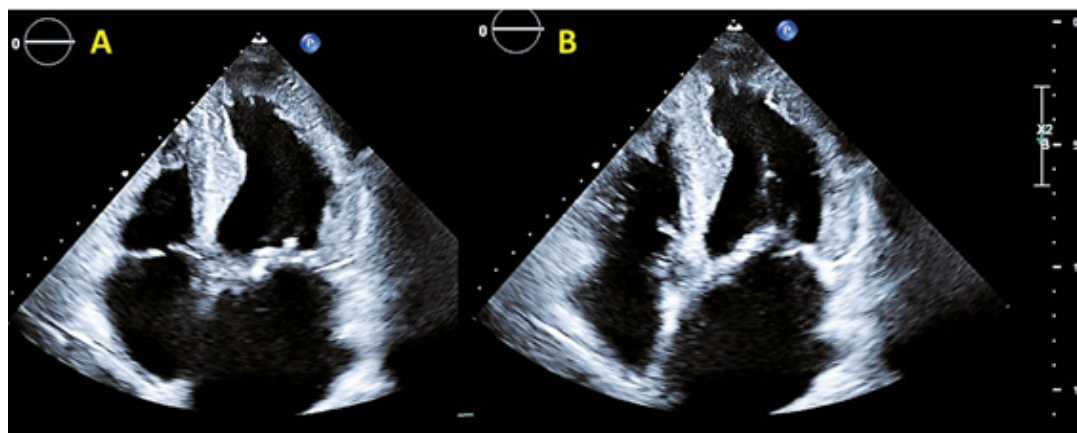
Novo ecocardiograma transtorácico (plano apical de 4 câmaras) após anticoagulação sistêmica mostrando desaparecimento completo da massa filamentosa na valva mitral (A e B).
